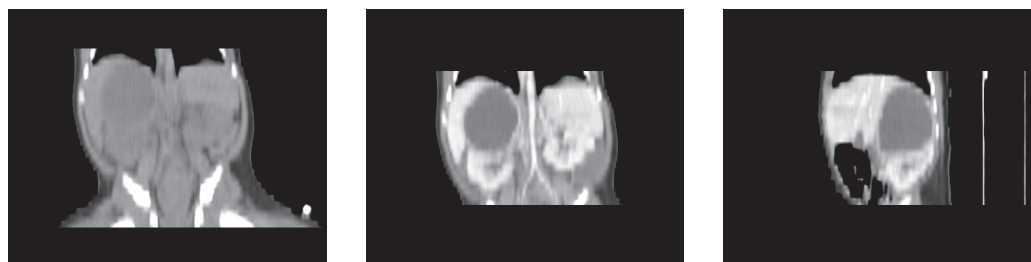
Pre-operative abdominal CT: in the right adrenal gland, an encapsulated lesion with the size of 53 × 43 × 42 mm and density of 26 HU with no enhancement upon contrast agent administration; the lesion moves and rotates the right kidney; the capsule of 50 HU is enhanced upon contrast agent administration to 150 HU
